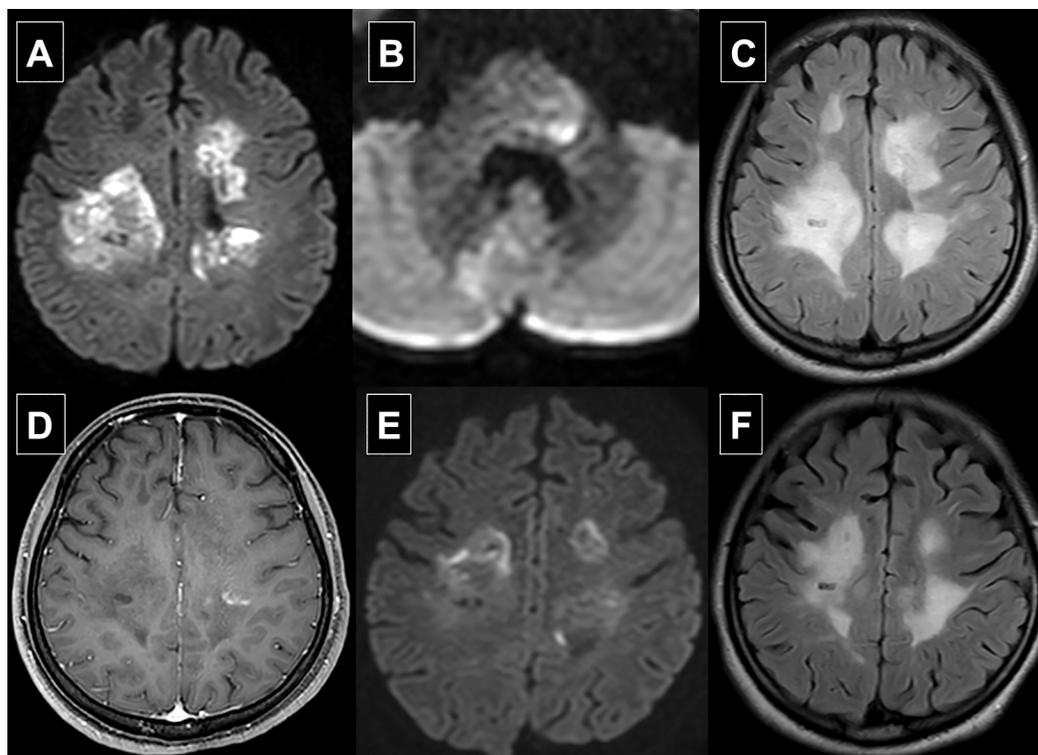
Brain MRI findings on admission (A, B, C, D) and days 59 after admission (E, F).
